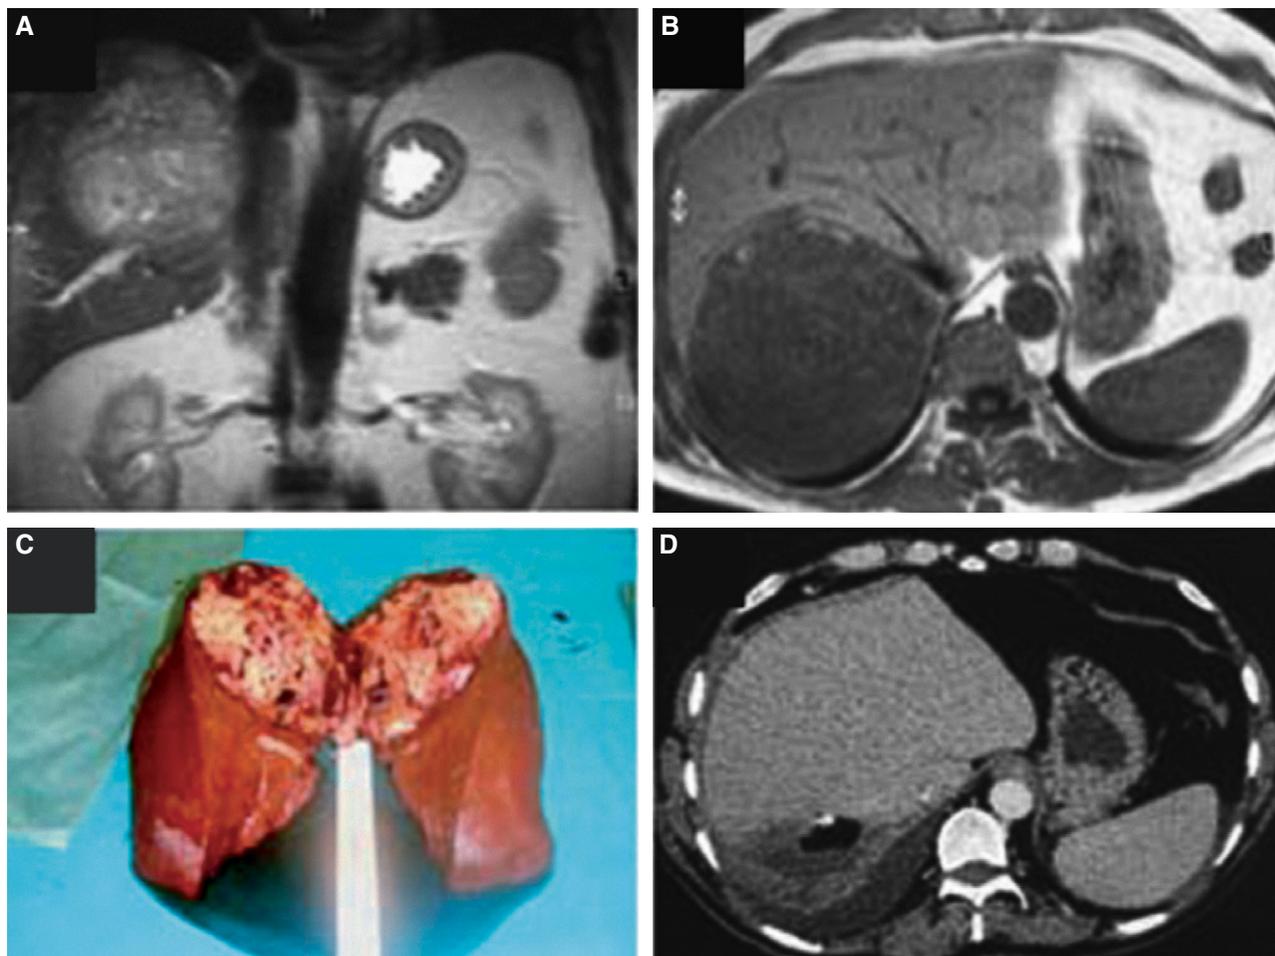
A-B) Resonancia magnética, que muestra la lesión neoplásica en el lóbulo hepático derecho (A, imagen coronal; B, imagen axial). C) Pieza quirúrgica que muestra el lóbulo hepático derecho tras su sección longitudinal, en la que se aprecia la delimitación del tumor. D) Tomografía computarizada al mes de la intervención quirúrgica, donde puede apreciarse la hipertrofia hepática, a expensas del lóbulo hepático izquierdo, que ocupa la práctica totalidad del espacio subfrénico derecho.
